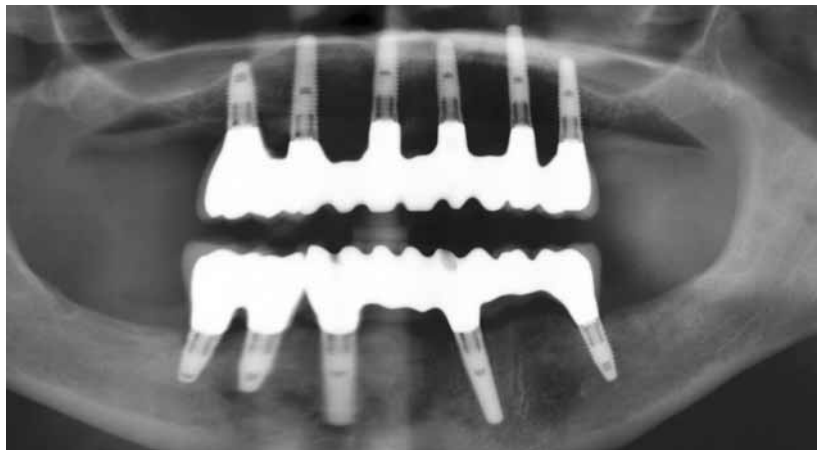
Orthopantomogramm nach Eingliederung der implantatgetragenen Brücken im Ober- und im Unterkiefer
